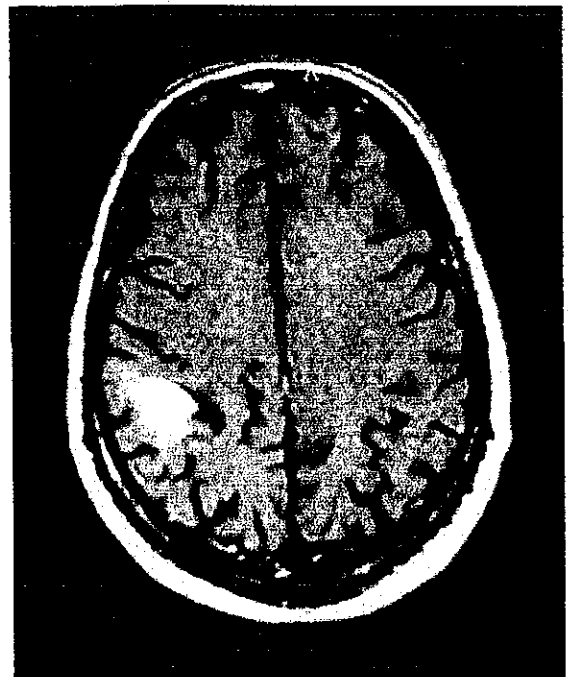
Imagen RMN de un sujeto con lesión cerebral en la región parietal del hemisferio derecho.
